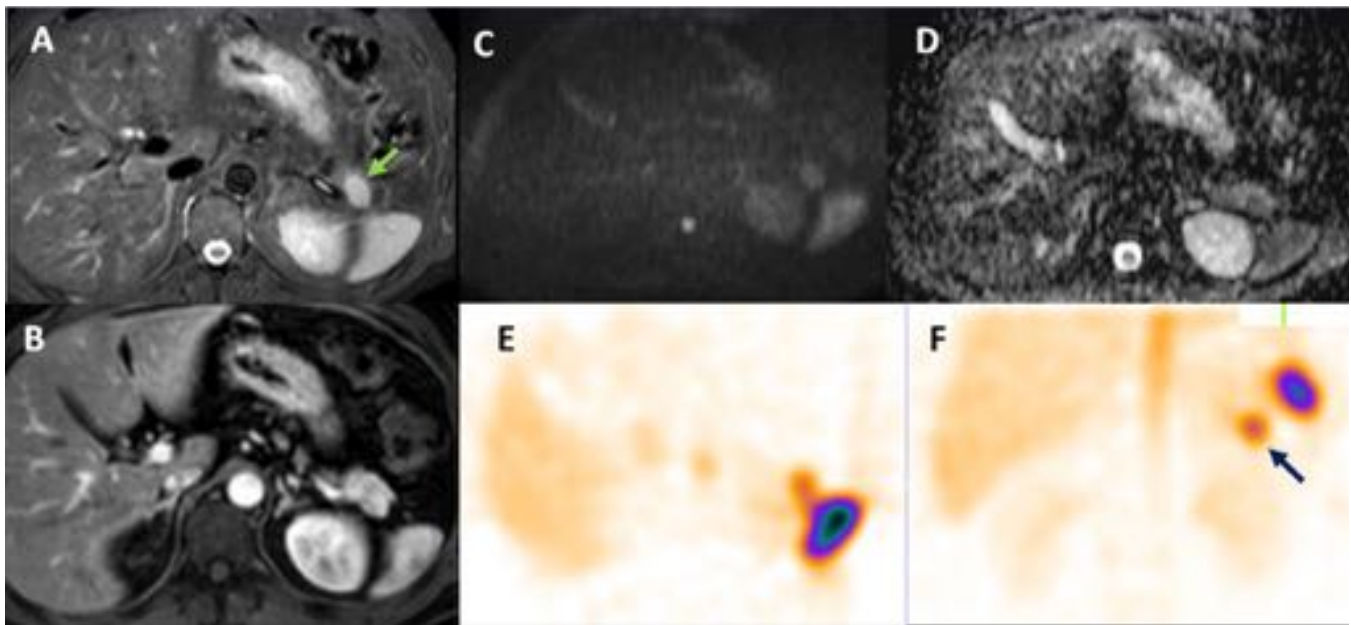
Bazo accesorio intrapancreático. Imagen de RM STIR (A), T1 con contraste en fase arterial (B), Difusión con b 1000 (C) y mapa de ADC que muestran una lesión en cola de páncreas (flecha) con las mismas características de señal y realce que el bazo. E y F, planos transversal y coronal de gammagrafía abdominal con imágenes planares y SPECT tras marcaje de hematíes "in vitro" con ^{99m}Tc y posterior desnaturalización de los mismos mediante calor que confirman que se trata de bazo accesorio.
